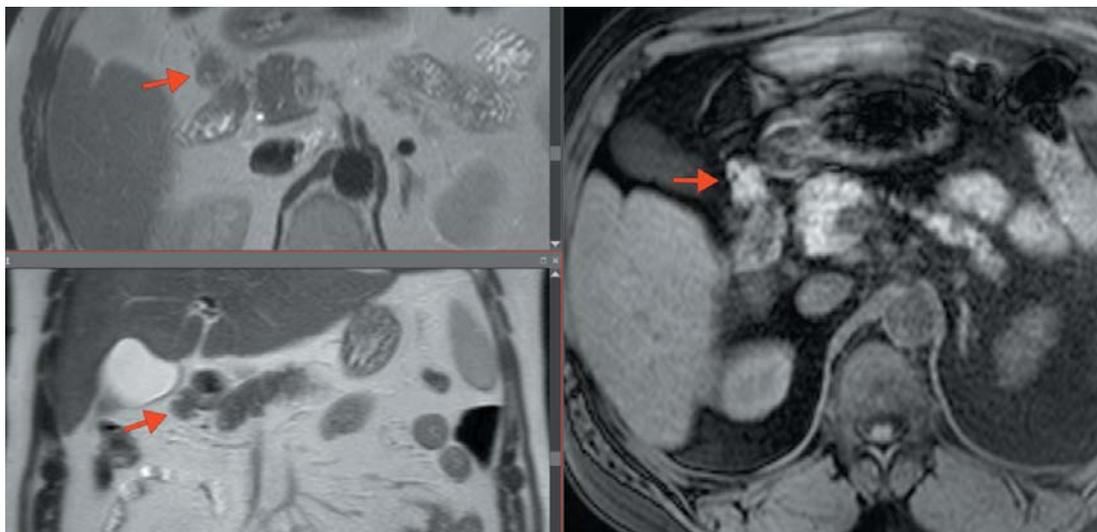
Слева сверху — T2 аксиальные томограммы, слева внизу — T2 корональные томограммы, справа — специфичная программа T1 wats с жироподавлением. Стрелками показано образование, прилежащее к латеральной стенке нисходящего отдела ДПК, без перифокального отека
